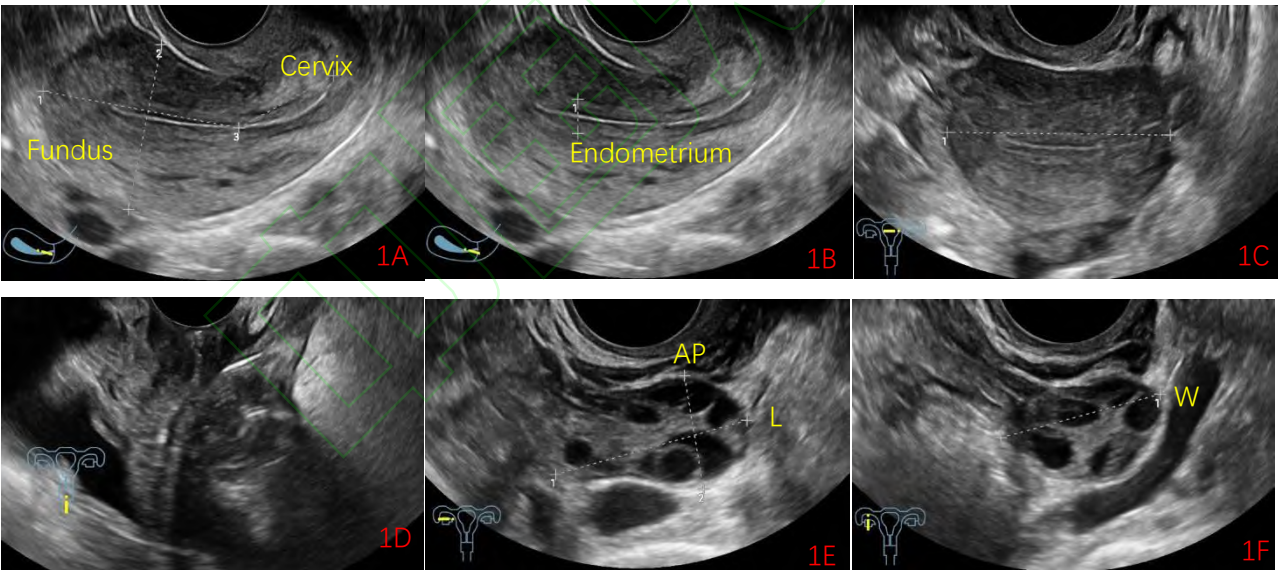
经阴道超声显示子宫、卵巢标准切面 A. 子宫正中矢状切面（Fundus：宫底；Cervix：宫颈）； B. 子宫内膜（Endometrium）测量切面； C. 子宫横切面； D. 阴道正中矢状切面； E、F. 卵巢测量切面（AP：前后径；L：长径；W：横径）
